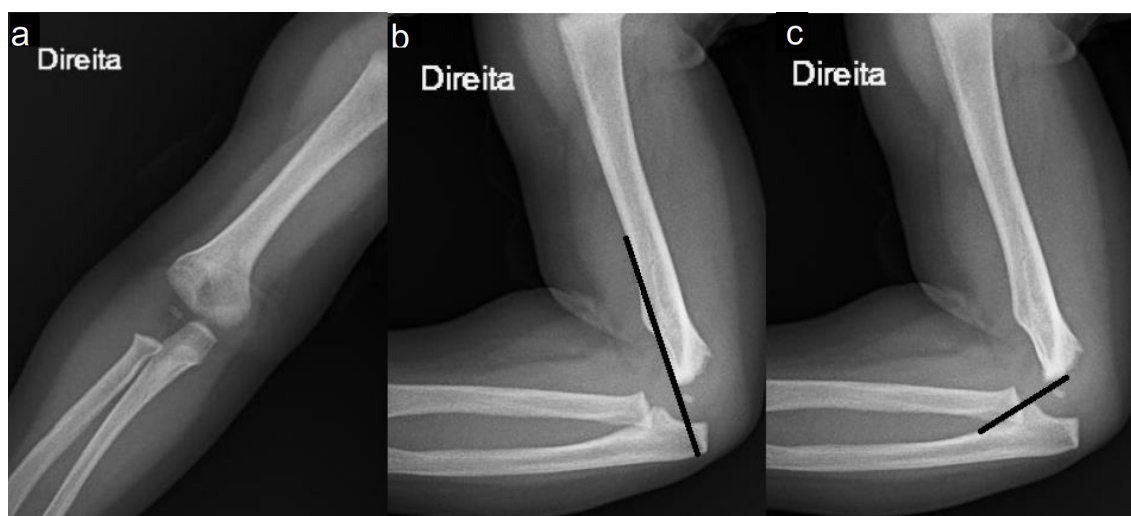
Radiografia pós-operatória de membro superior direito em lactente com 8 meses de vida. Incidências ântero-posterior (A) e perfil (B e C) apresentando congruência articular, sendo possível a visualização da linha traçada na cortical anterior do úmero e da linha traçada paralela ao rádio cruzando o capitulo
